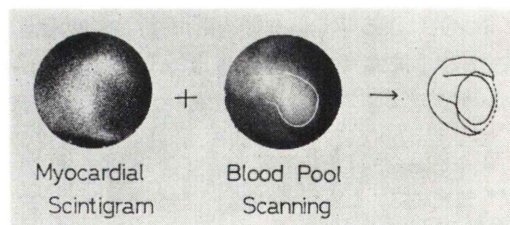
The combination use of myocardial scintigram and cardiac blood pool scanning defined the extent of the cold area.
